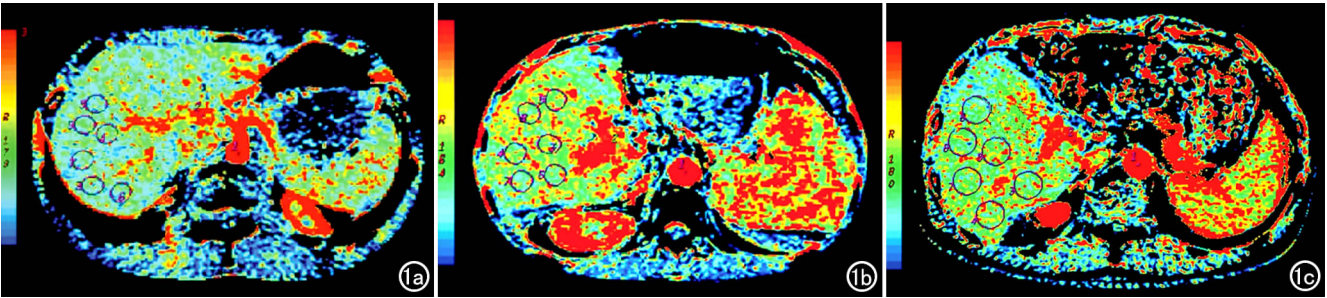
在灌注图像上分别对主动脉、门静脉和肝脏选择兴趣区进行灌注参数值的测量。a) 肝切除术前供体的 TBF CT 灌注伪彩图; b) 右半肝移植术后 14 天受体 TBF 伪彩图; c) 右半肝移植术后 28 天受体 TBF 伪彩图。
